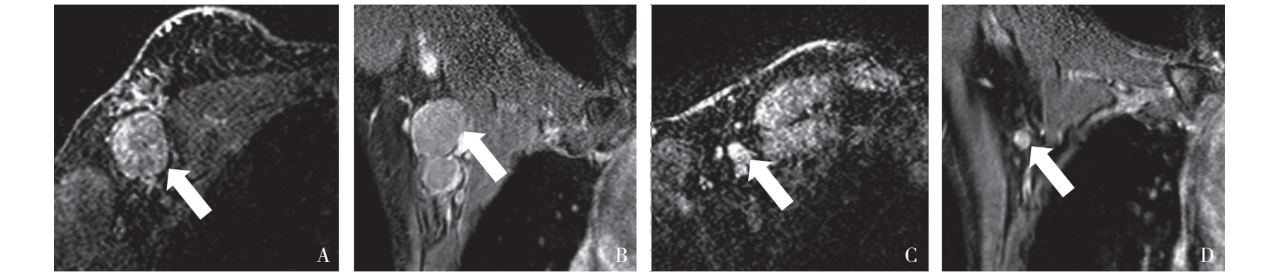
Luminal B (HER2 阴性) 型乳腺癌新辅助治疗后腋窝淋巴结达到 pCR 患者 MRI 表现
